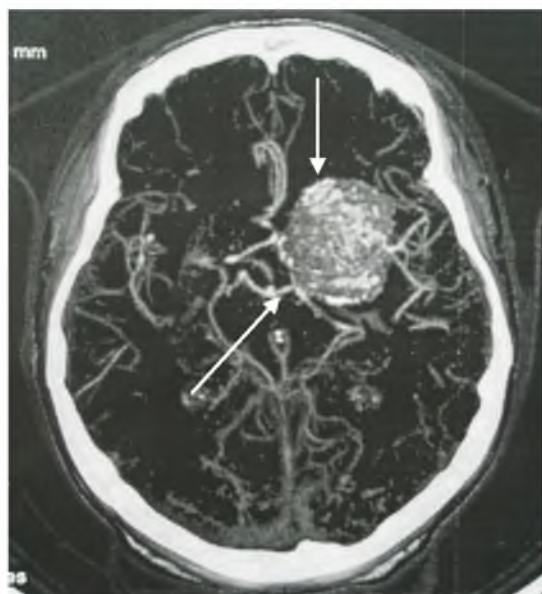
МРТ ангиограмма больной М. Видна гигантская менингиома крыльев основной кости слева (указана стрелками).
